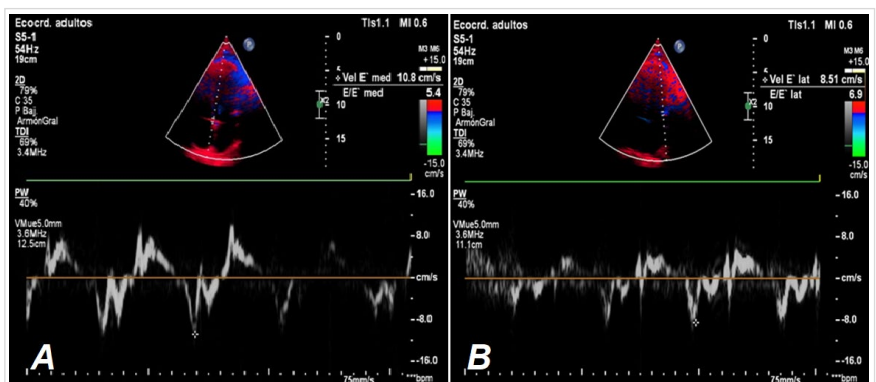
Doppler tisular (anillo paradójico). A. Velocidad del anillo mitral septal con e' aumentada. B. Velocidad del anillo mitral lateral con e' menor que la septal.
